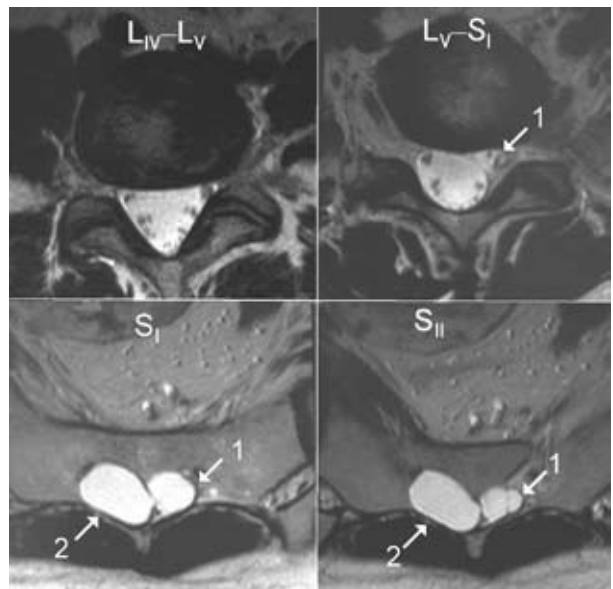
МРТ. Аксіальні зрізи. Кіста корінця S_I починає візуалізуватися на рівні L_V-S_I (стрілка). На рівні S_I дві периневральні кісти – корінця S_I (1) та S_{II} (2), які спричиняють атрофію крижової кістки
